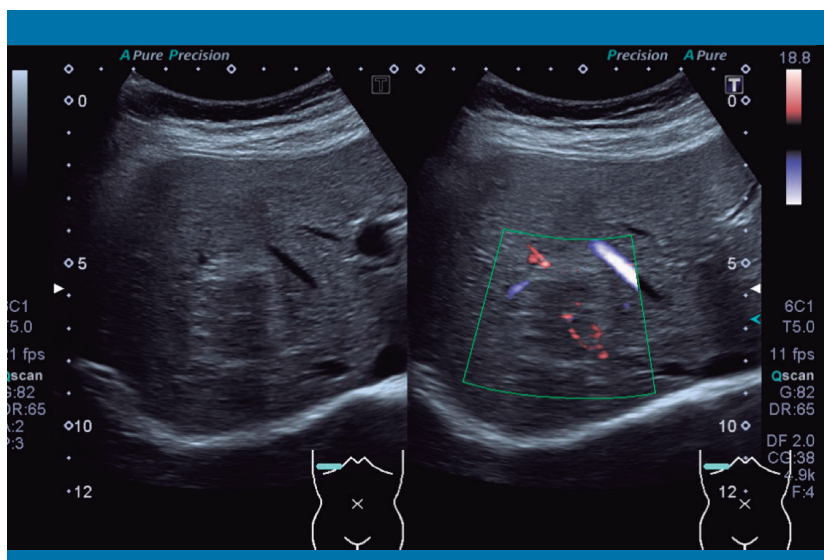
Ecografía abdominal. Lesión de 30×35 mm, en el segmento VIII del hígado
